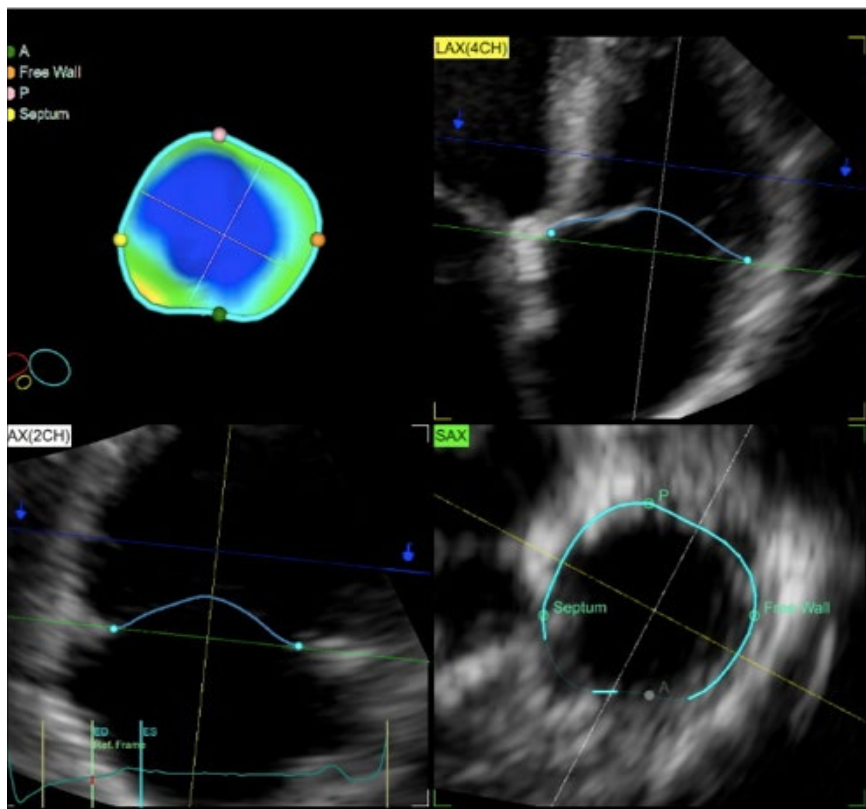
The 3D TV echocardiographic measurements*
